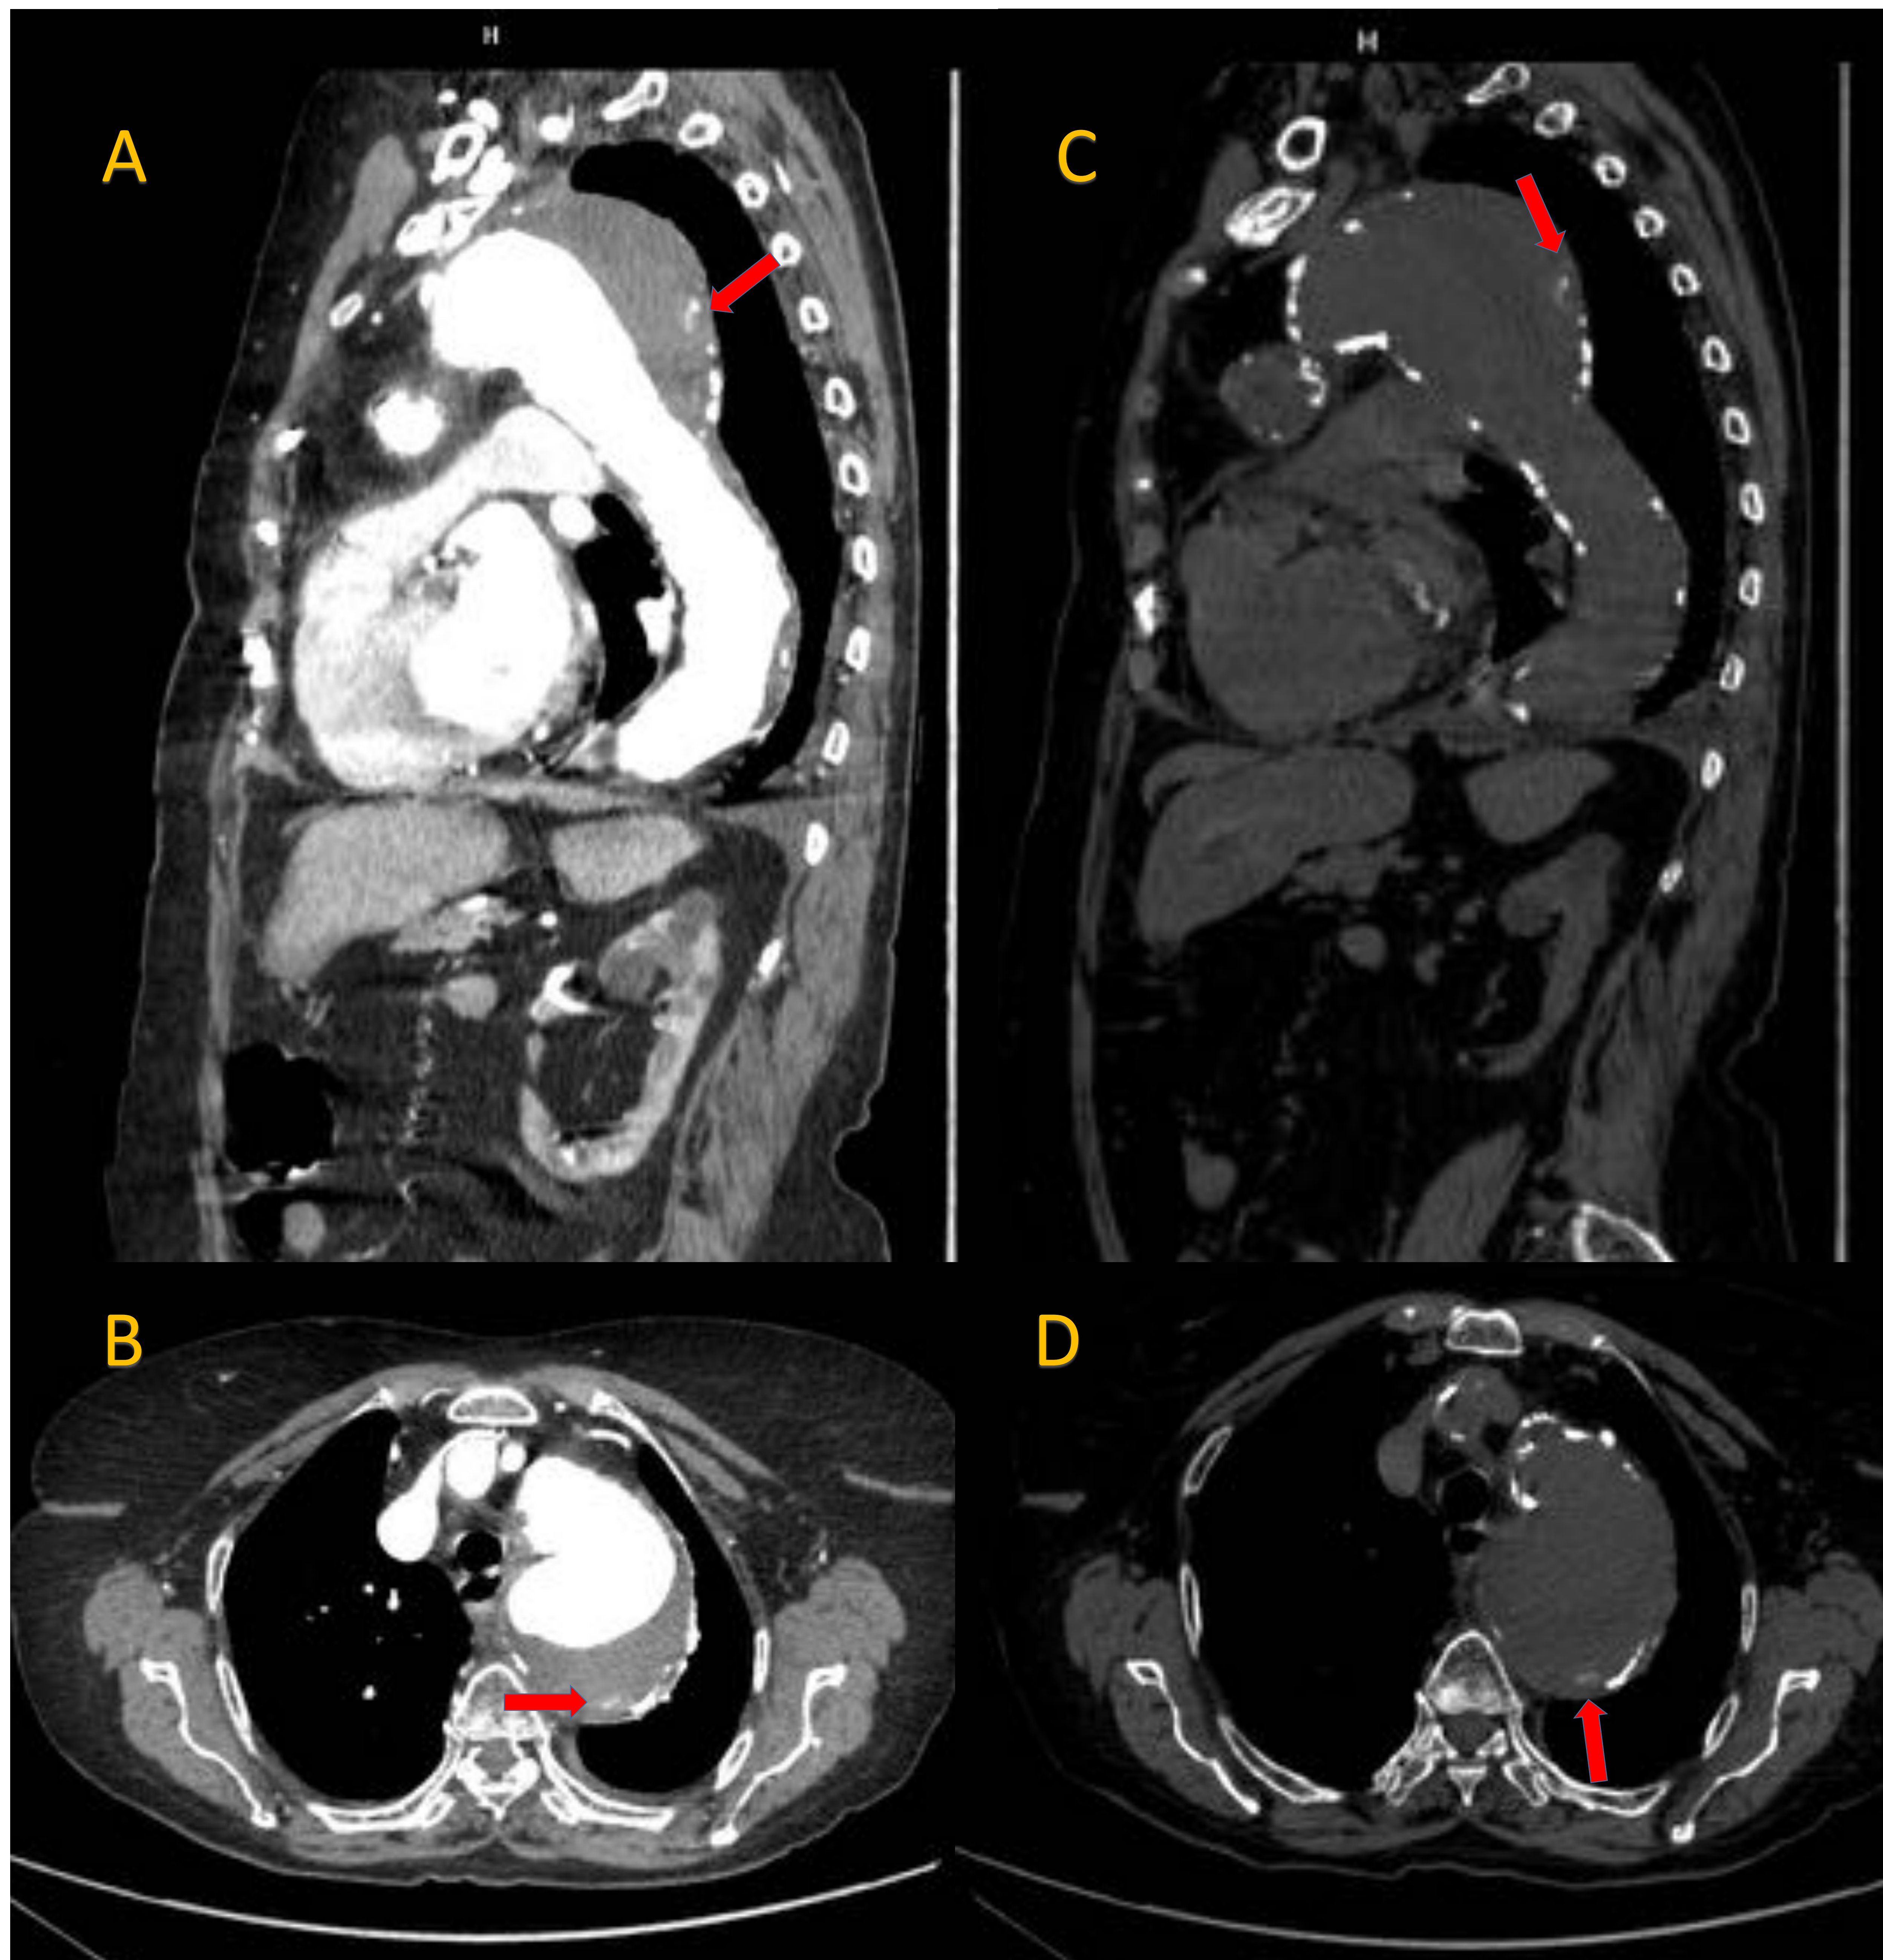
TC tórax, abdomen y pelvis sin contraste. Cortes axial (D) y sagital (C). TC tórax, abdomen y pelvis con contraste en fase arterial. Cortes axial (B) y sagital (A) de un hematoma intramural aórtico tipo B de Stanford. Hospital Universitario Nuestra Señora de Candelaria.
